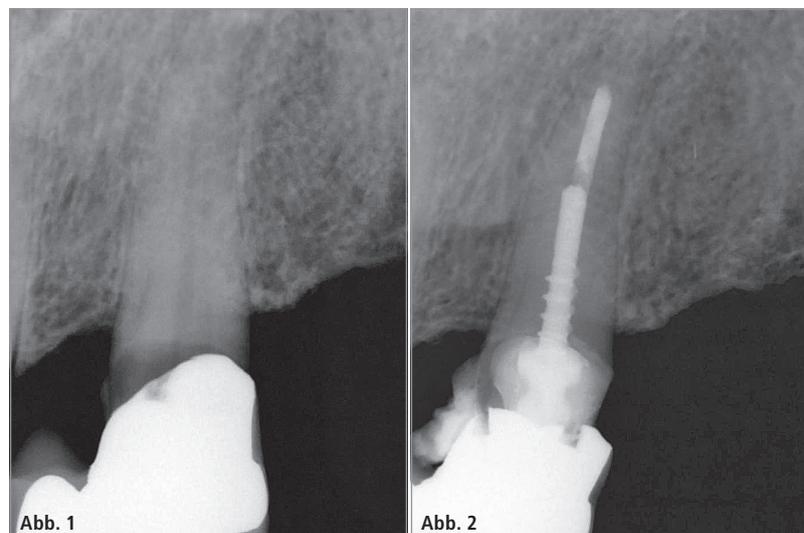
Die Röntgenaufnahme offenbarte eine Sekundärkaries. – Abb. 2: Zahn 23 wurde nach der Wurzelkanalbehandlung mit einer Schraube versorgt.
